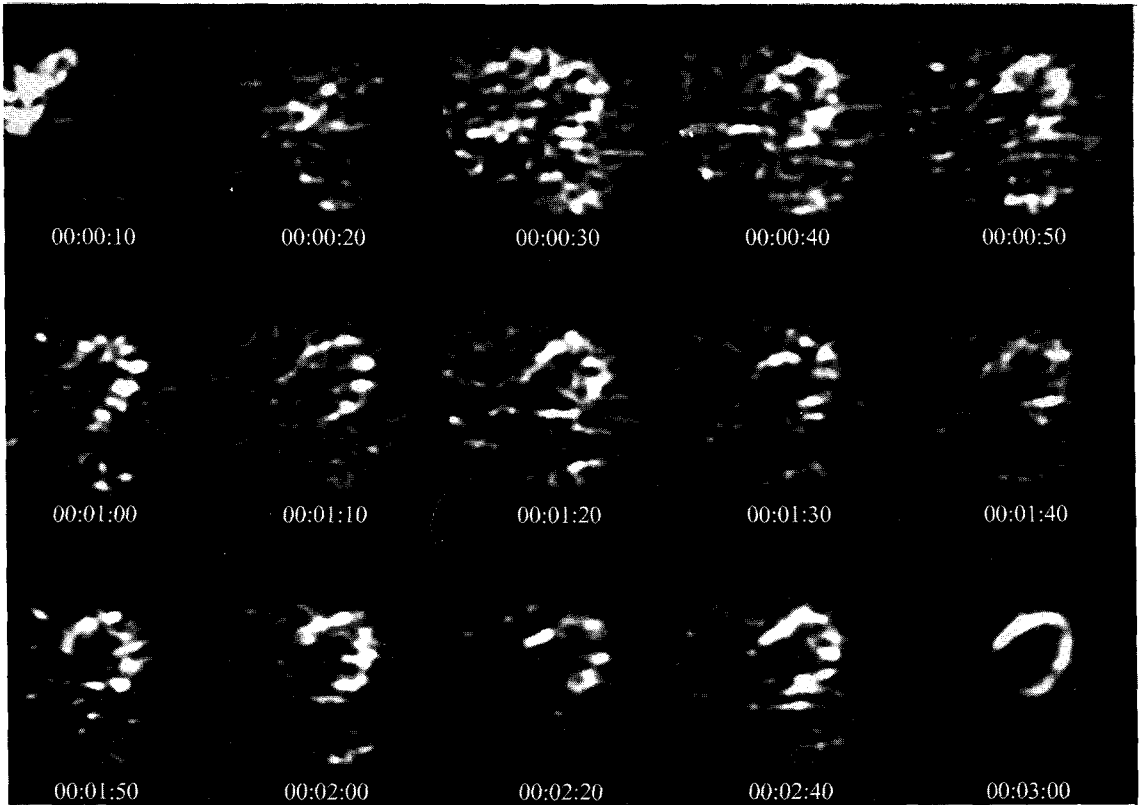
심장의 동적영상. N-13 암모니아 PET을 이용하여 심장에서 얻은 동적영상이다. N-13 암모니아가 우심실에서 좌심실로 이동하여 심근에 섭취되는 분포를 관찰할 수 있다.
